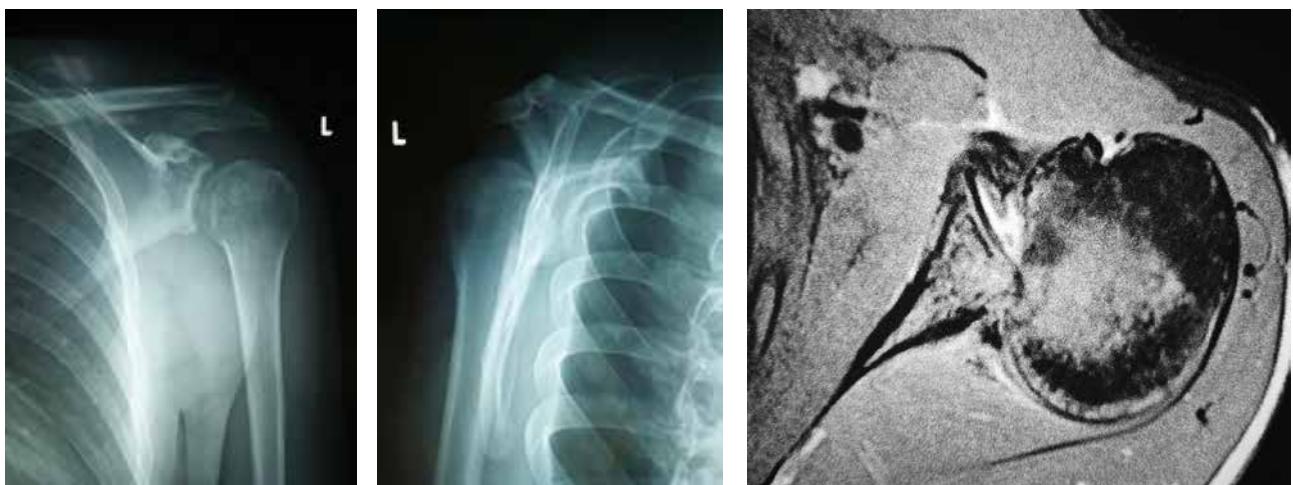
Rx and IRM preoperative
